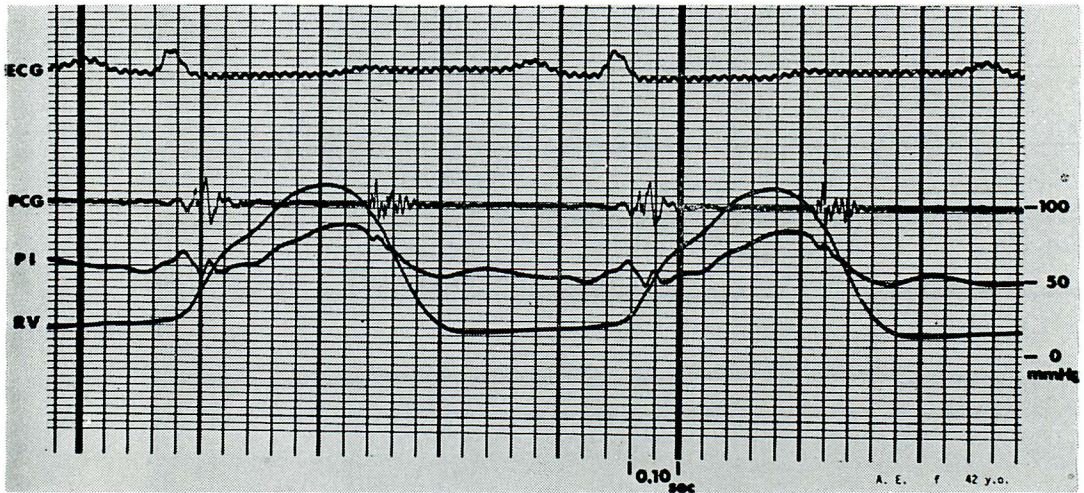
Simultaneous recording of phonocardiogram, apex cardiogram of parasternal impulse and right ventricular pressure pulse by catheter tip micromanometer (case 2)
